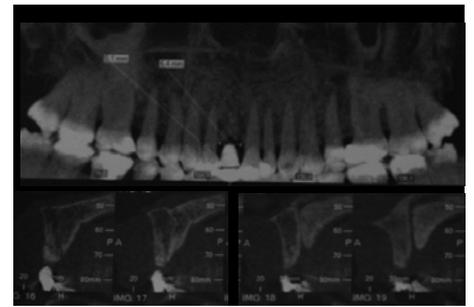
TC scan 6 mesi dopo: si evidenzia la presenza di tessuto duro neoformato
